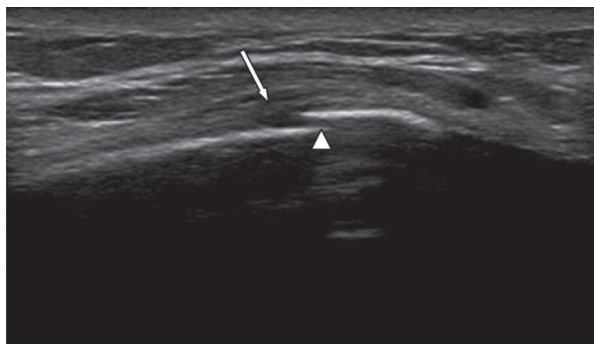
Fracture costale en coupe longitudinale invisible sur les radiographies standard.
